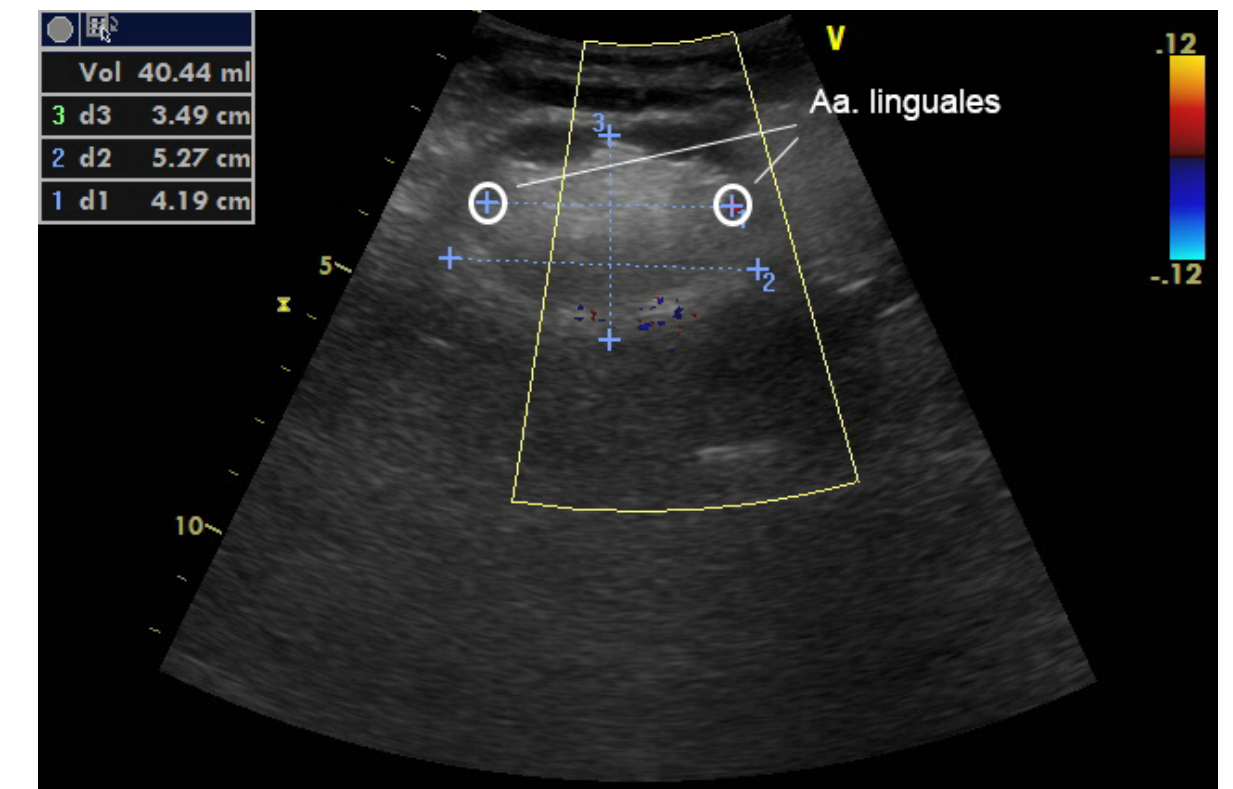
Sonografie Zungengrund vor Implantation, halbaxial
